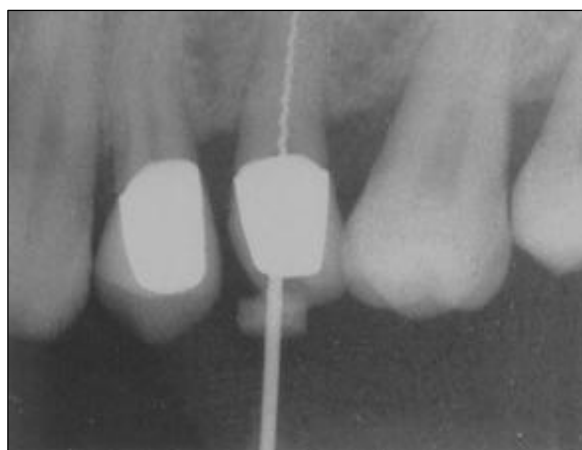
Дентальная рентгенограмма эндодонтического лечения, проводимого через цельнокерамическую коронку
